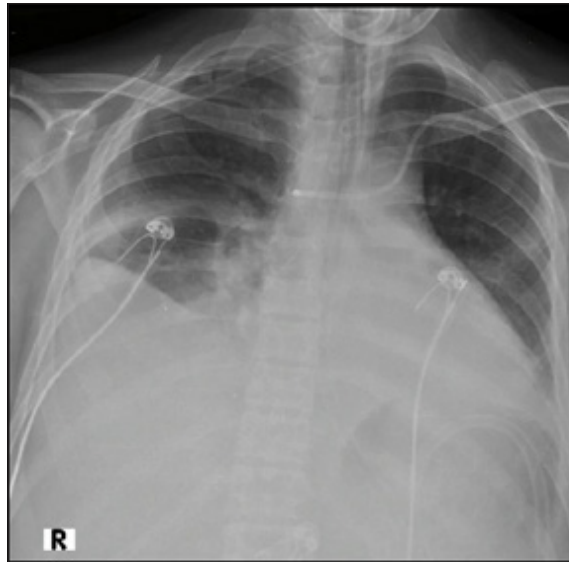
Radiografía de tórax: día 3 de haber suspendido el voriconazol. Se observa disminución de los infiltrados y aumento del derrame pleural derecho
